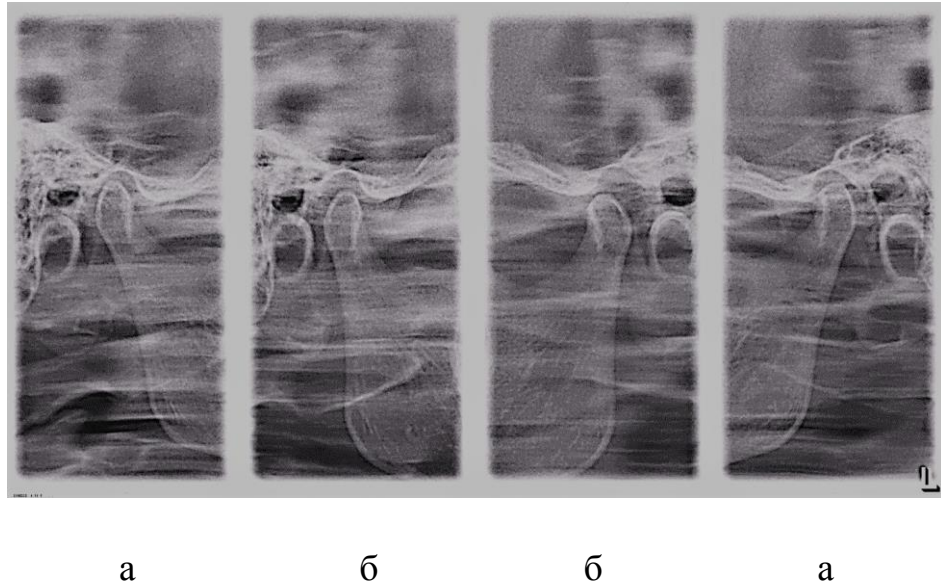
Зонограми СНЩС пацієнтки В., 28 роки (амб. картка 15/л). Діагноз: компресійно-дислокаційна дисфункція СНЩС легкого ступеня. Явища компресії справа, дислокації - зліва. При закритому роті (а) визначається звуження суглобової щілини в задньому і задньо-верхньому відділах суглобової западини справа. При відкритому роті (б) права суглобова головка знаходиться в середньому відділі переднього ската суглобового горбика не доходячи до його вершини. На рентгенограмах протилежного суглоба при закритому роті суглобова щілина розширена в задньому і верхньому відділах, при відкритому роті суглобова головка розташована в дистальному відділі вершини суглобового горбика.
